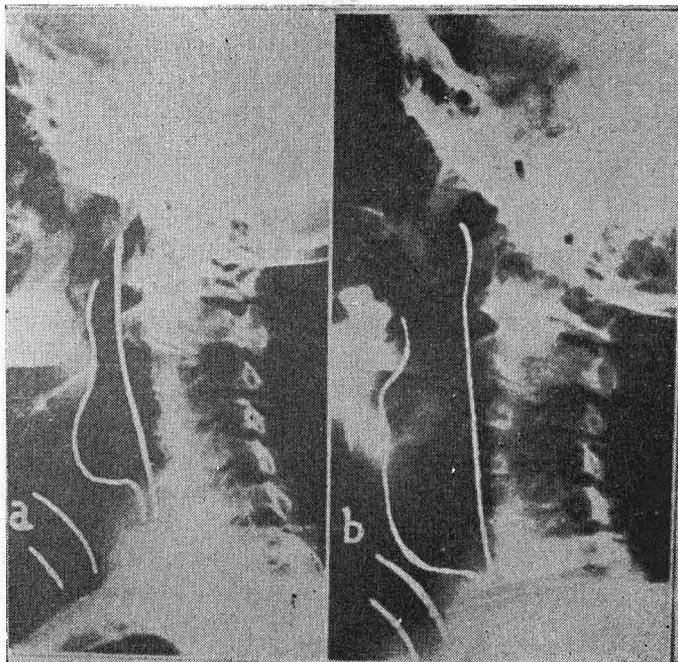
Figura número 4.—Radiografías laterales de la hipofaringe que muestran: a) La hipofaringe normal de un paciente laringectomizado sin cánula traqueal (a. estoma traqueal). b) Enorme dilatación de la hipofaringe del mismo enfermo inmediatamente antes de expulsar el aire para hablar.
